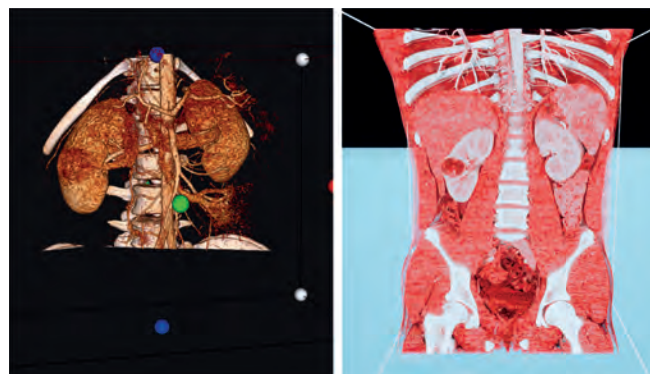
КТ пациента № 1, коронарная реконструкция, выявлен опухолевый узел, практически полностью замещающий правую почку, с признаками распространения на окружающую клетчатку
